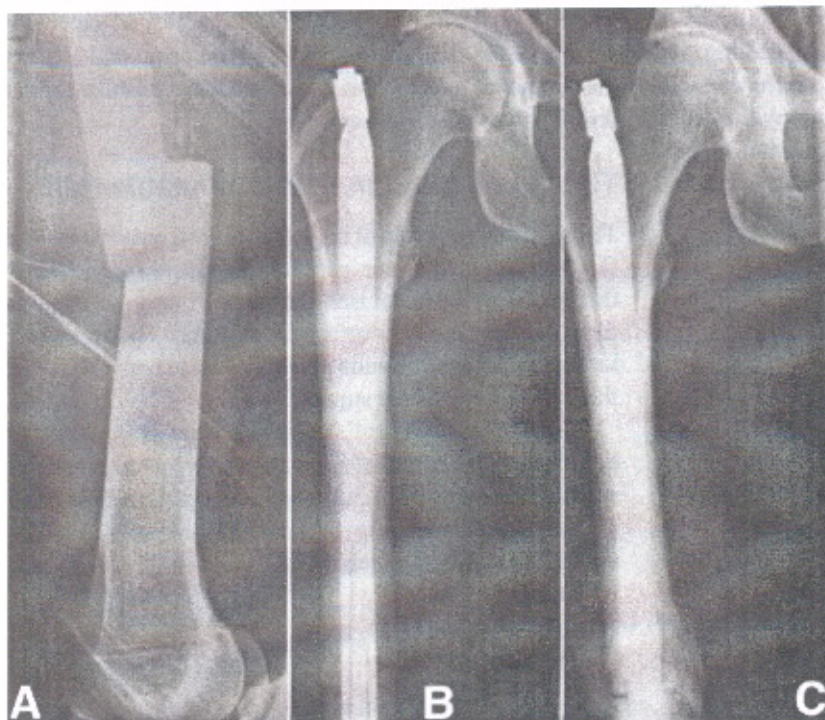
A 32-year-old male with midshaft fracture of right femur, treated with antegrade inflatable intramedullary nail. (A) Preoperative lateral radiograph. (B) Anteroposterior radiograph made immediately postoperatively. Note the hourglass appearance at the proximal femur. (C) Anteroposterior radiograph made 11 weeks postoperatively, demonstrating radiographic union in anatomical position.
